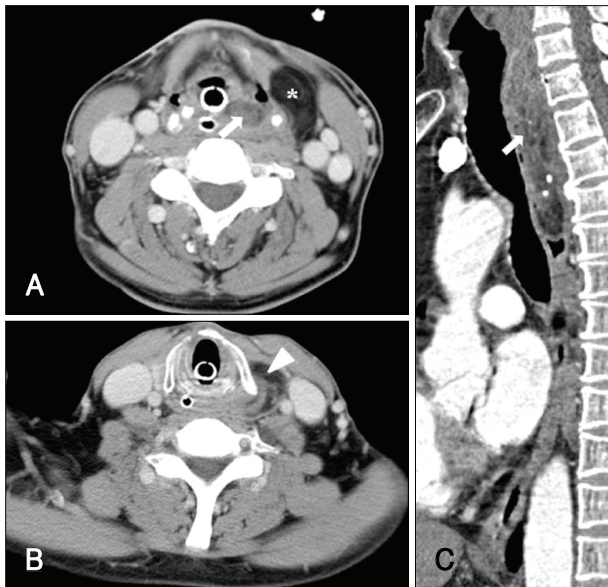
Neck and chest computerized tomography (CT) scan finding. Axial view of neck CT showed ovoid pharyngeal mass with heterogeneous density above pyriform sinus and level II portion of lateral neck mass with fatty density having irregularly thickened liner septa (A). Axial view of neck CT showed retropharyngeal portion of lateral neck mass having ill defined margin with pharynx (B). Sagittal view of chest CT showed pharyngoesophageal mass reaching T5 level (C). Asterisk: level II lateral neck mass, arrowhead: retropharyngeal lateral neck mass, arrow: pharyngeal mass extending esophagus.
